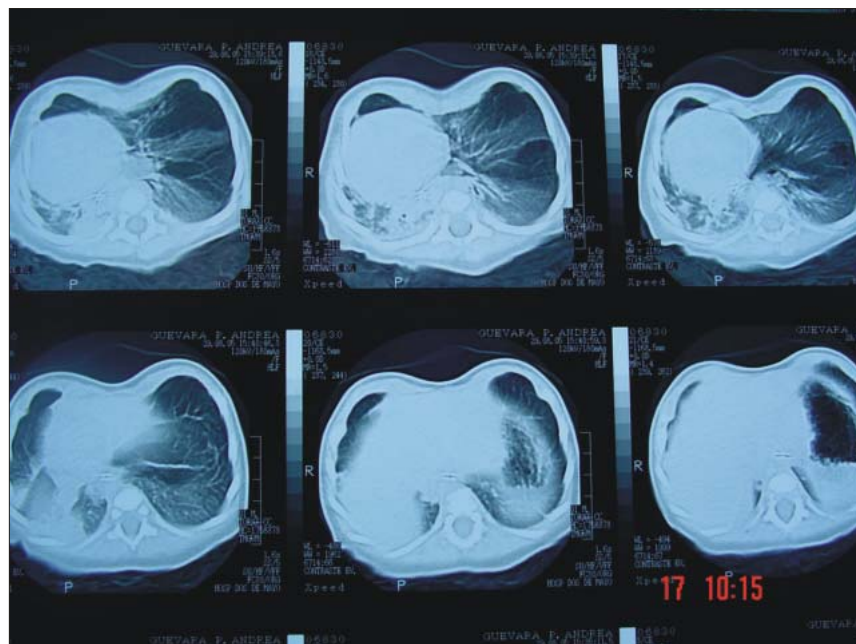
Tomografía computarizada de tórax con contraste.
